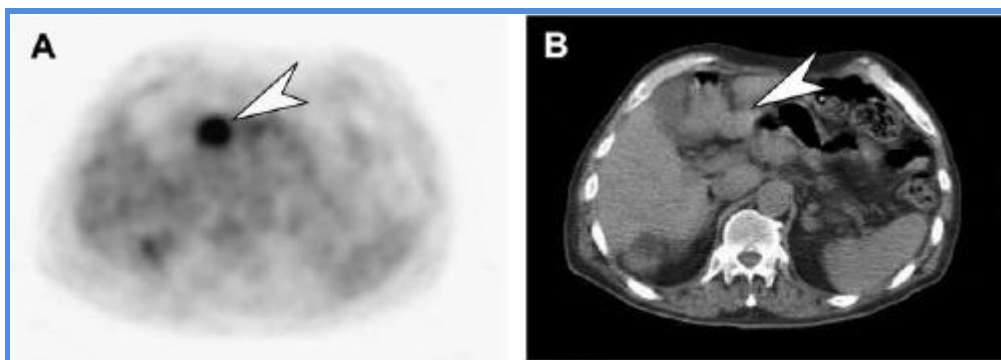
Evaluación de recurrencia tumoral tras metastasectomía. No se describieron hallazgos significativos en la TC, pero la FDG-PET mostró una lesión de 3 cm localizada a nivel mesentérico.
